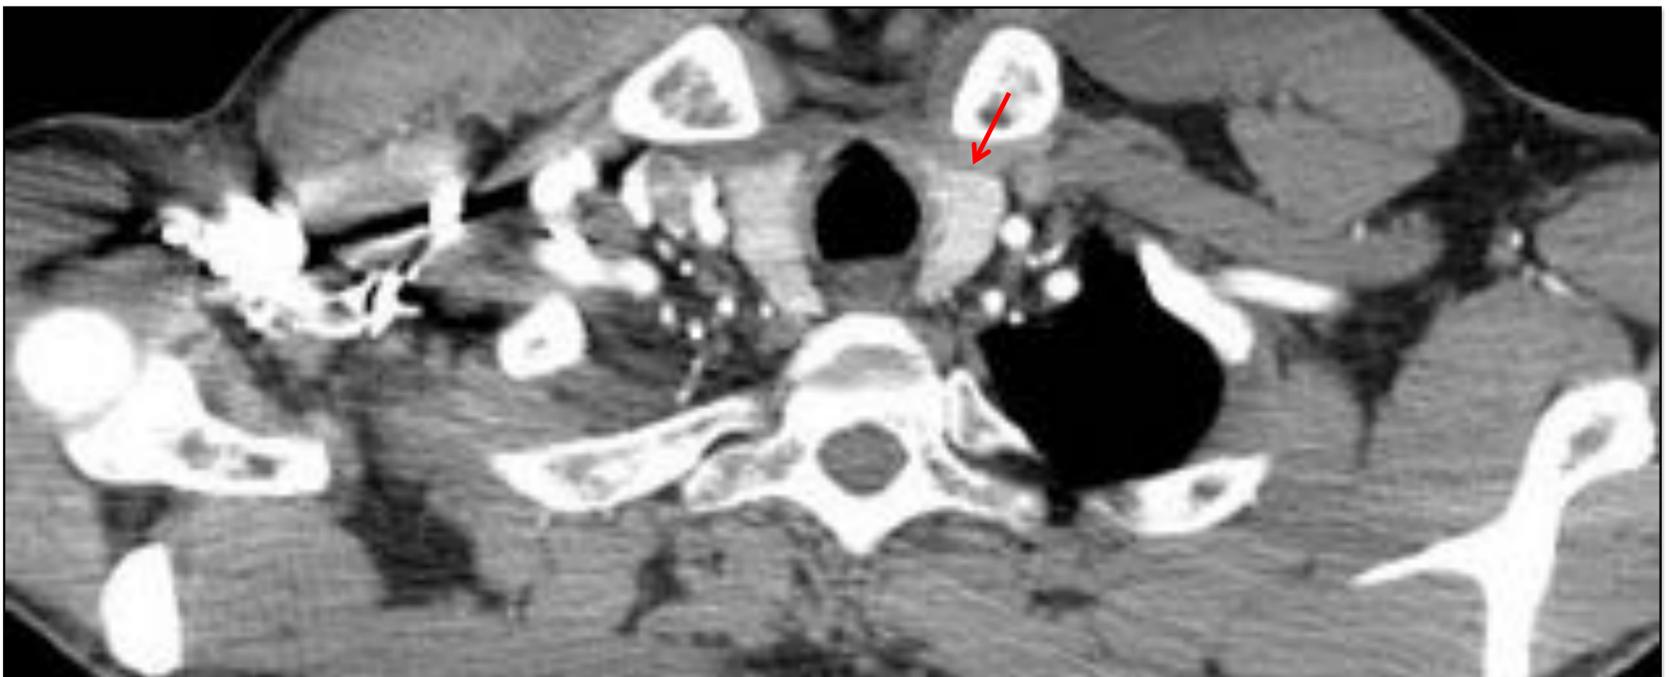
Varón de 55 años de edad con adenocarcinoma pulmonar y metástasis pulmonares. a) Imagen axial de TC de tórax con ventana de mediastino en la que se observa edema y disminución difusa de la densidad de la glándula tiroides compatible con tiroiditis autoinmune. b) Imagen axial de TC de tórax con ventana de mediastino tres meses antes con visualización de la glándula tiroides de características normales (flechas rojas).
